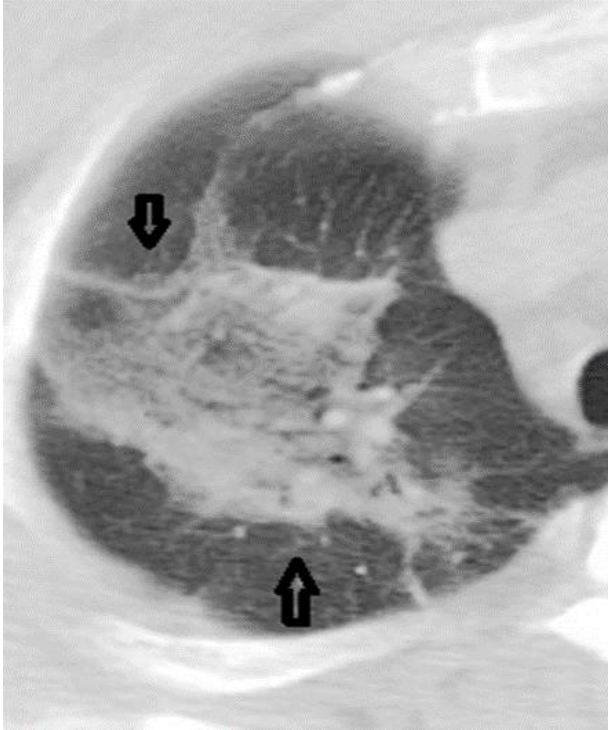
54 yaşında kadın hasta, semptomların başlamasından 7 gün sonra çekilen Toraks BT, çok sayıda buzlu cam dansiteleri.
